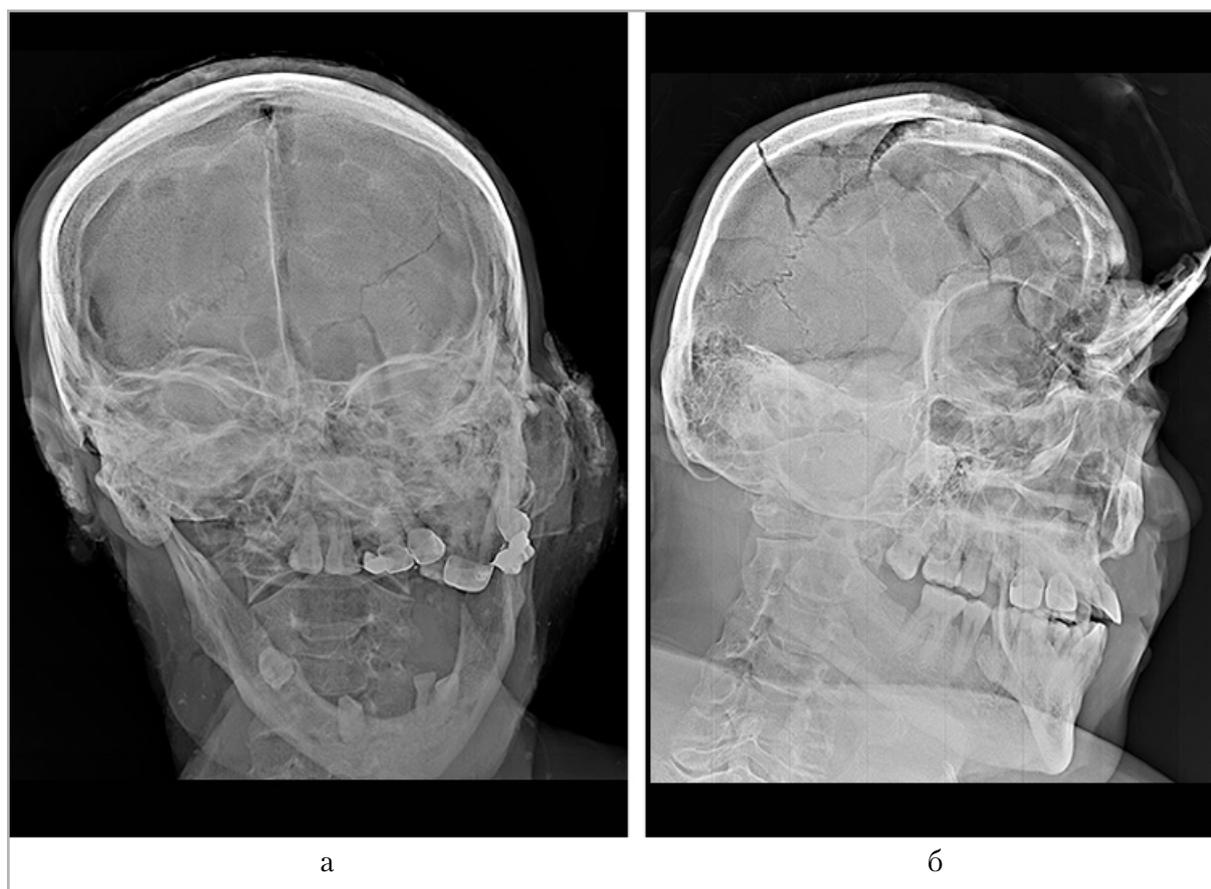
Рентгенограммы черепа. Определяются множественные переломы костей черепа, обусловленные взрывной волной: *а* — наложение костей верхних челюстных пазух с нижней стенкой глазницы с частичным смещением зубного ряда влево, обусловленное действием взрывной волны. Дополнительно определяется перелом неправильной линейной формы затылочной кости слева; *б* — переломы свода черепа, один с выраженным захождением отломков. Определяются множественные радиальные переломы, расхождение швов, частичный отрыв лобной кости с выступом проксимального отдела на 42 мм и вклиниванием дистальной части в полость глазницы
